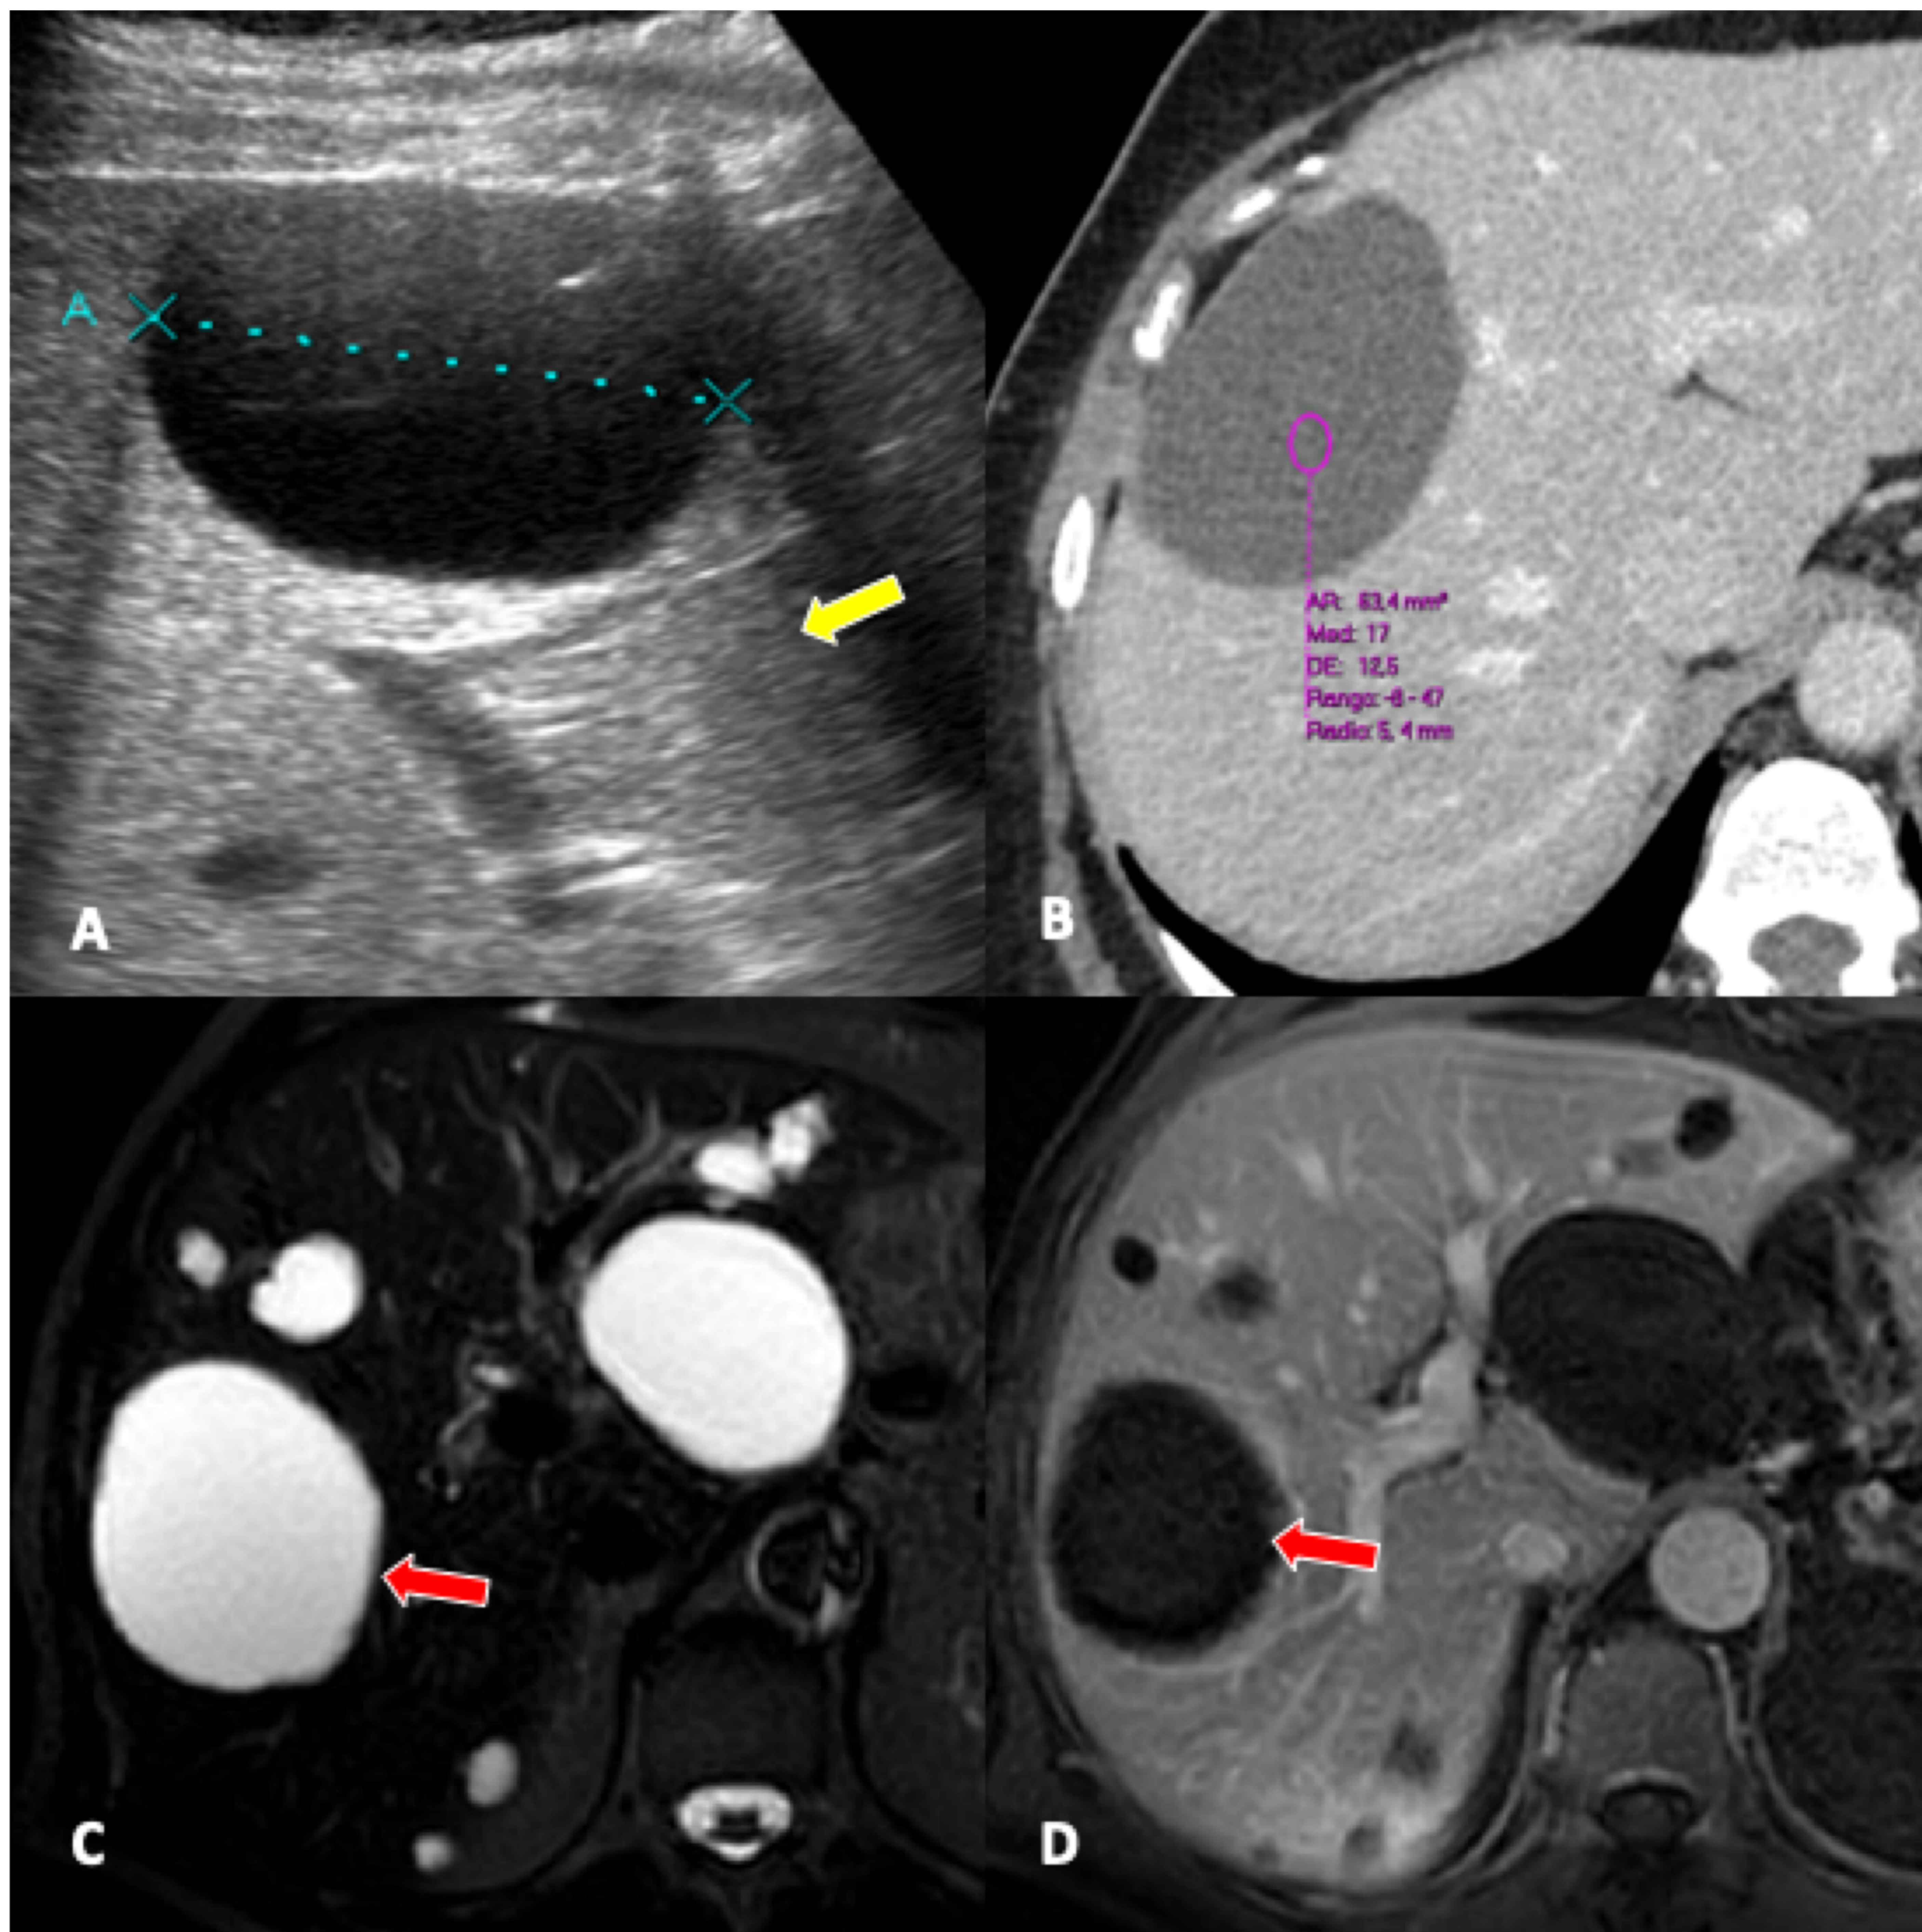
Quistes hepáticos simples en un paciente varón de 63 años. (A) La ecografía muestra una lesión quística unilocular anecoica en lóbulo hepático derecho con pared delgada imperceptible y realce acústico posterior (flecha amarilla). En la RM se demuestran varios quistes hepáticos simples (flechas rojas), con señal líquida (hipodensa en TC (B) e hiperintensa en T2W(C)). Tras la administración de contraste no se observa realce del contenido D).
